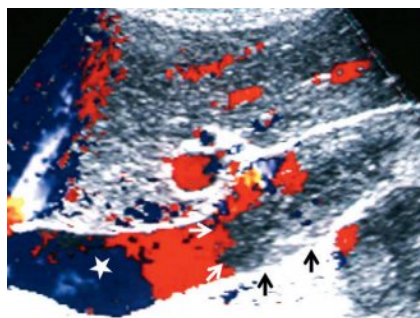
Écho-Doppler couleur d'un envahissement tumoral de la veine cave inférieure.
